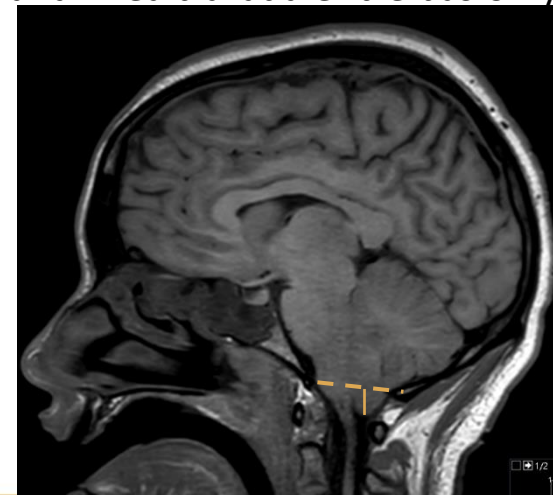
RM ponderada en T1. Se aprecia descenso de las amígdalas cerebelosas a través del foramen magno superior a 5 mm, asociado a obliteración parcial de la cisterna prepontina, hallazgos compatibles con herniación amigdalina.
